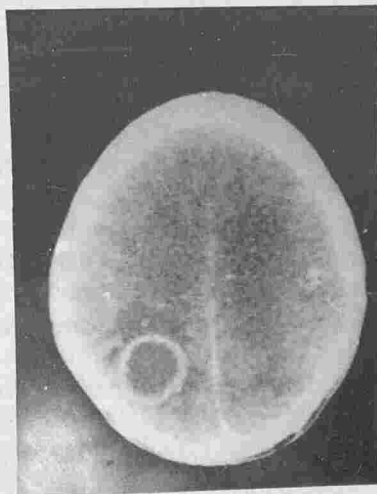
Coupe TDM après injection de contraste : aspect caractéristique de l'abcès : lésion arrondie pariétale droite hypodense prenant le contraste en périphérie (capsule), et entourée d'une réaction oedémateuse.
